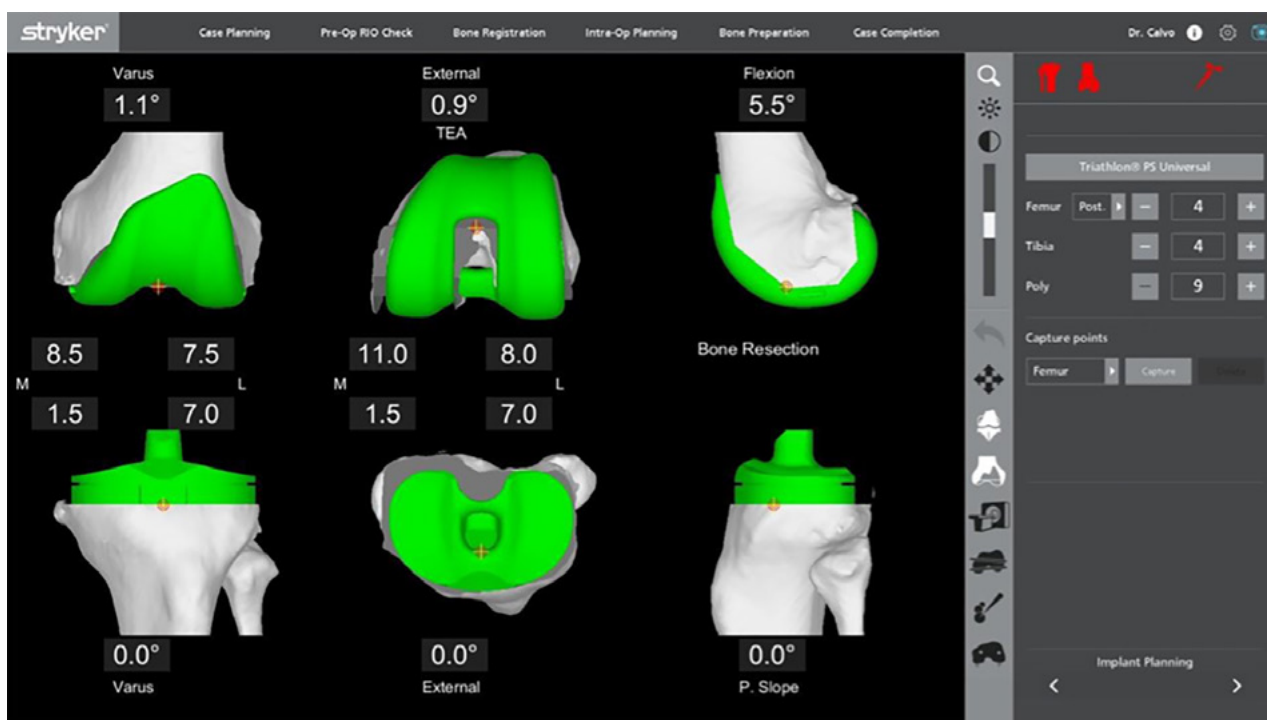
Reconstrucción individualizada de los cortes de la tomografía computada preoperatoria.
